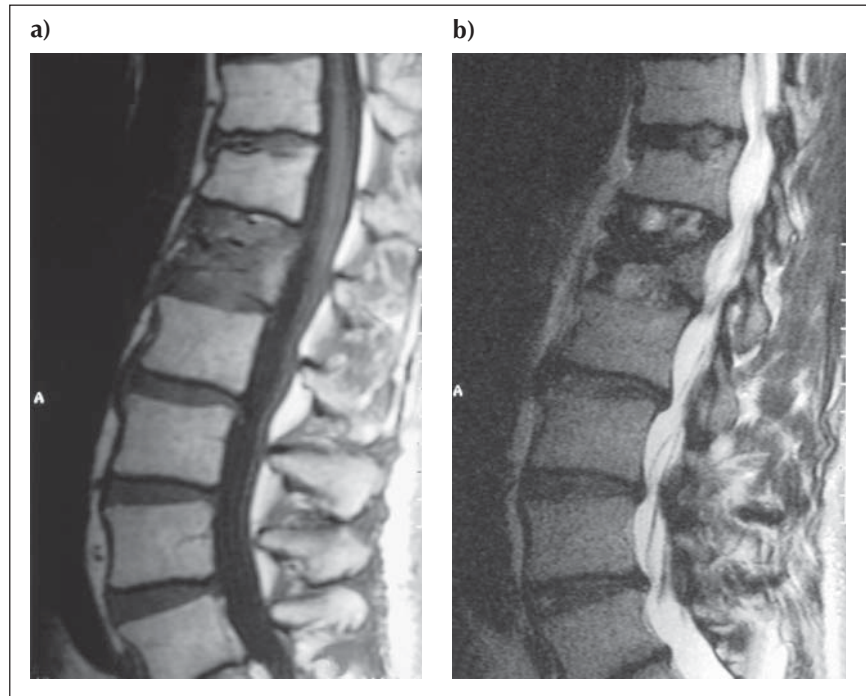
Die Magnetresonanztomographie zeigt die Zeichen einer frischen Fraktur. a) t1-gewichtete MRT mit hypointenser Zone im Wirbelkörper L1; b) t2-gewichtete MRT mit hyperintensem Signal in L1.
